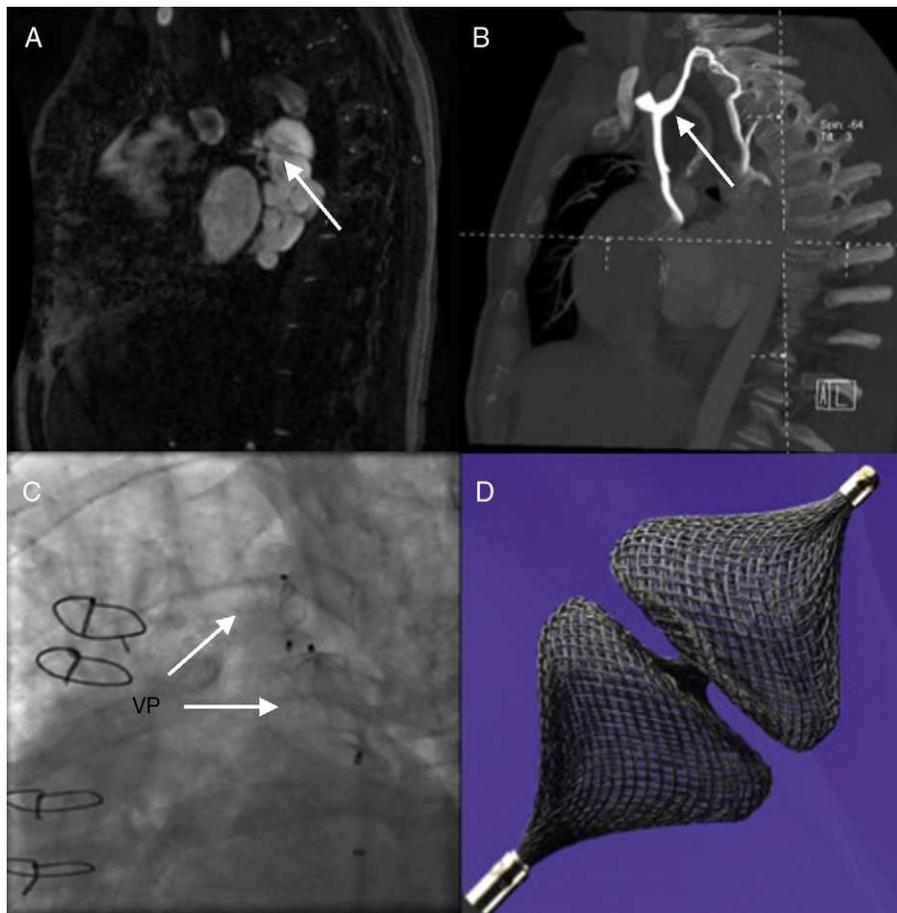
Cierre de colateral venovenosa en un paciente con hipoplasia de ventrículo izquierdo + cirugía de Fontan. A: en la imagen de la resonancia cardiaca se observa una gran colateral que se origina en la vena ácigos y drena en la vena pulmonar inferior derecha. B: reconstrucción tridimensional de la angiografía por tomografía computarizada que muestra la trayectoria completa de la colateral. C: imagen fluoroscópica del implante de dos dispositivos Vascular Plug II (St. Jude Medical) a nivel de la colateral descrita. D: dispositivo Vascular Plug IV (St. Jude Medical). VP: Vascular Plug.
